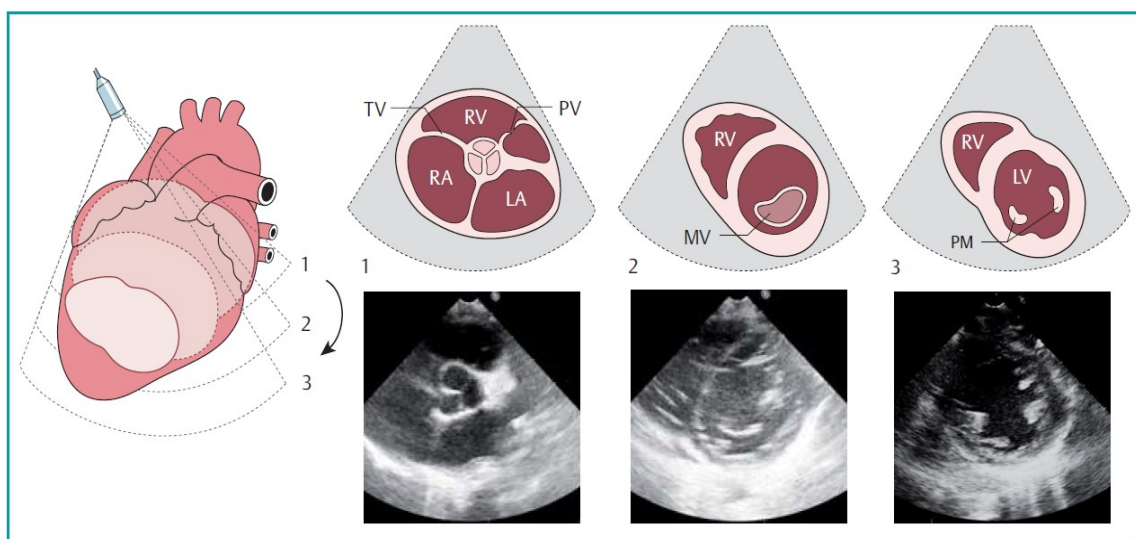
Links parasternal kurze Achse (28)
